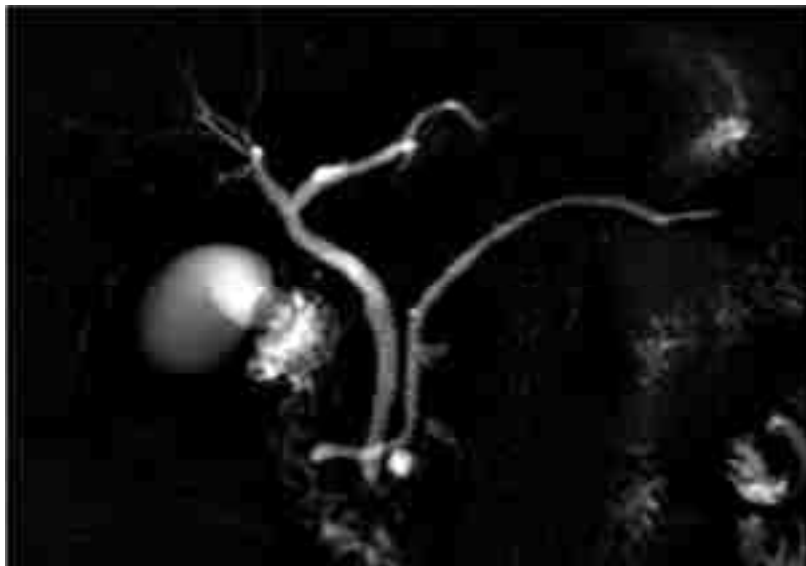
Cholangio-pancréato-IRM : Aspect de pancréas divisum et kyste de 8mm de la tête du pancréas semblant communiquer avec le canal pancréatique principal compatible avec une TIPMP
